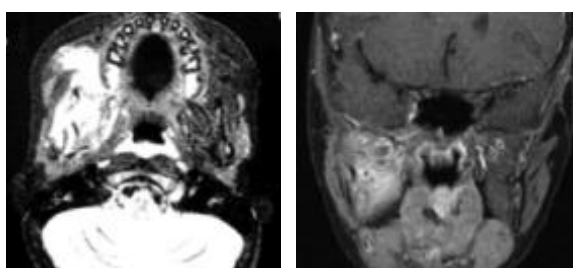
IRM du massif facial : Coupes axiale T2 , coronaire T1 après saturation de graisse et injection de gadolinium
